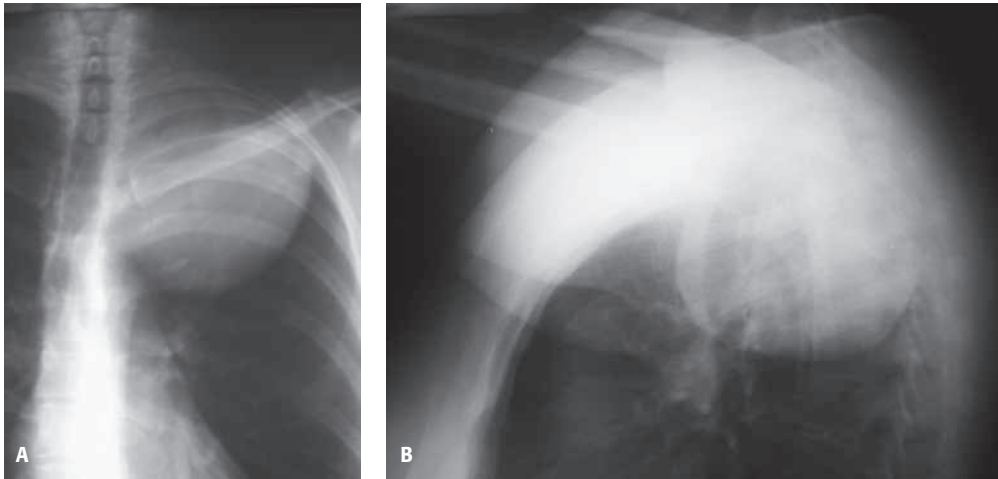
Tumoración en mediastino posterior. La radiografía PA y lateral muestra una masa en mediastino posterior, homogénea y con los extremos en forma de huso. Se trataba de un tumor neurogénico.
